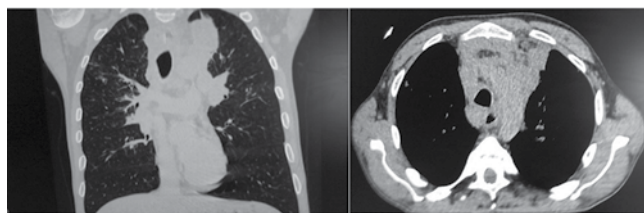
Рентгенологическая картина органов грудной клетки пациента Т. до лечения бедаквилином
